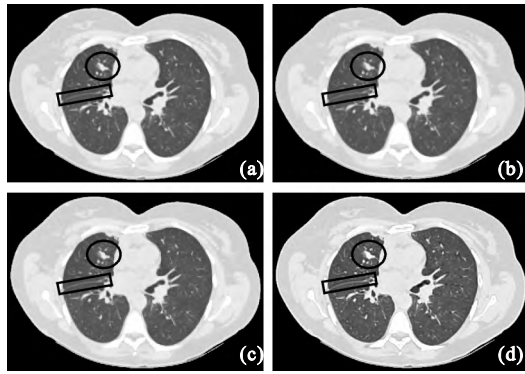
整个肺部 CT 图像重建效果对比(其中一层)
